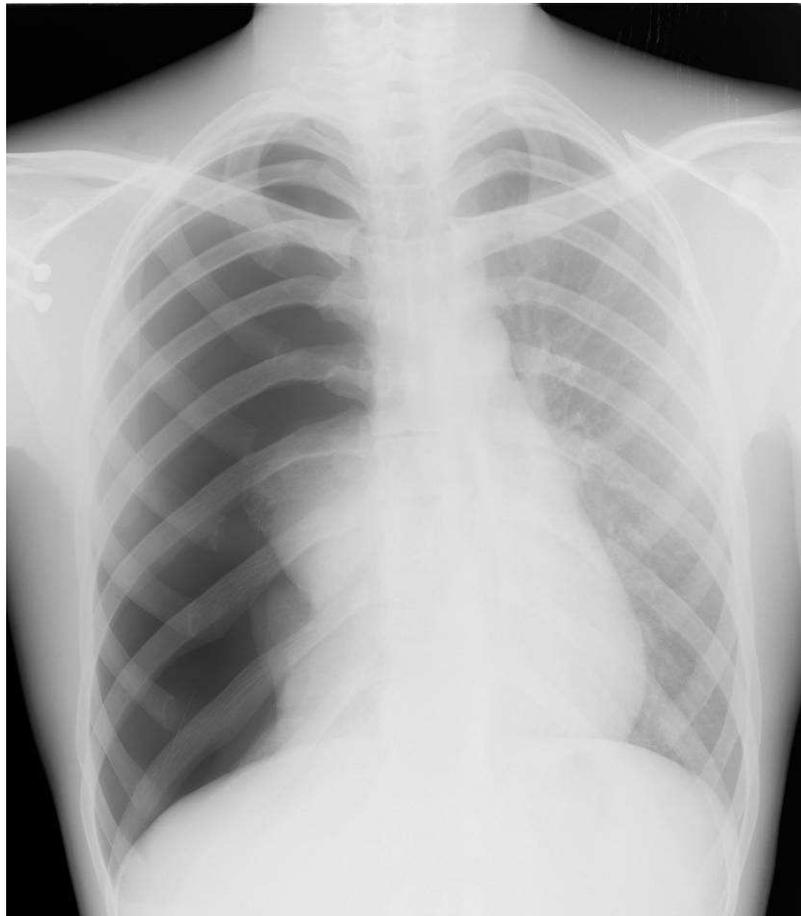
radiographie du thorax de face d'un pneumothorax droit complet
